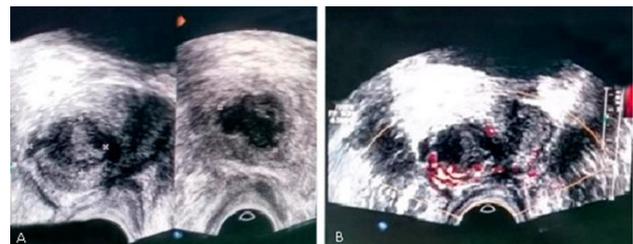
Imágenes del USTR. En A se observa el AP en el lóbulo derecho. En B, con el efecto Doppler, aumento de la vascularización periférica perilesional.
